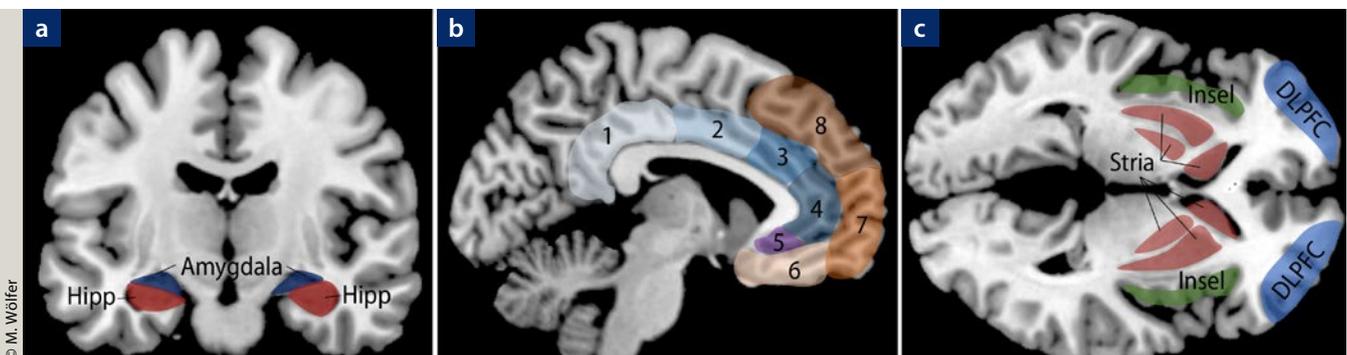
Gehirnregionen mit Änderung der strukturellen oder funktionellen MRT bei depressiven Patienten
